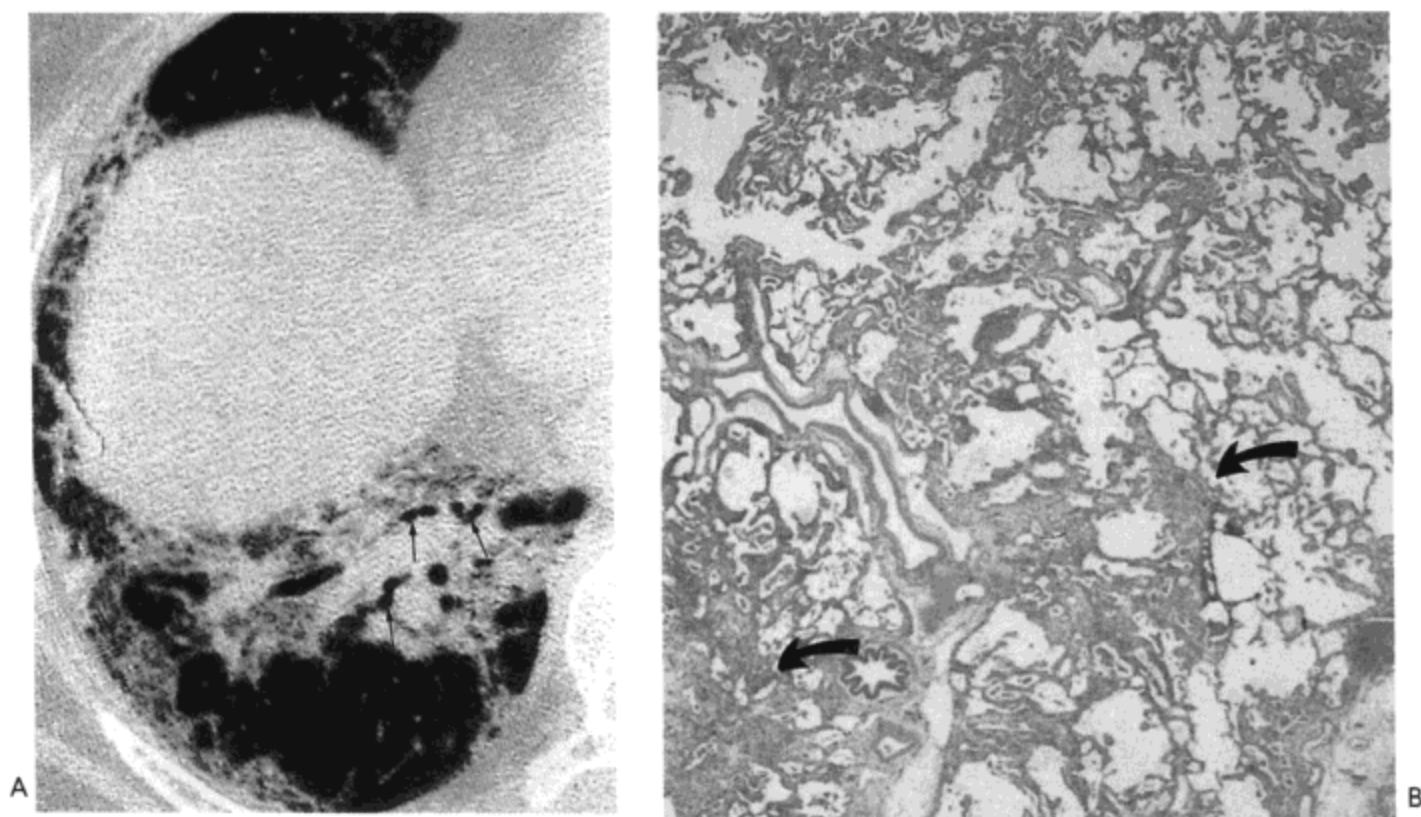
非特异性间质性肺炎。A：右肺膈顶水平高分辨率 CT 影像示广泛的磨砂玻璃影与轻度的网状影。同时注意轻度的牵引性支气管扩张（箭号）。左肺基底部也可见到类似表现。B：光镜显微照像示炎性细胞与局限性纤维化（箭号）引起的片状间质增厚。这些为 2 型 NSIP 的表现。病人女，59 岁。
